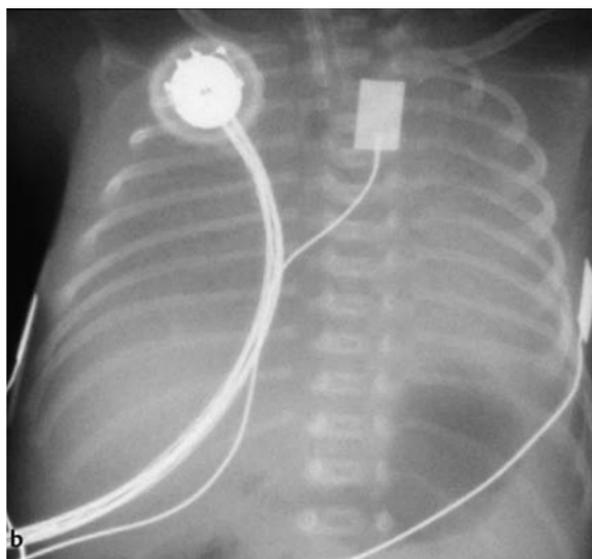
a, b Syndrome de détresse respiratoire. Thorax de face : aspect radiographique typique de syndrome de détresse respiratoire grade III (a) et IV (b).
